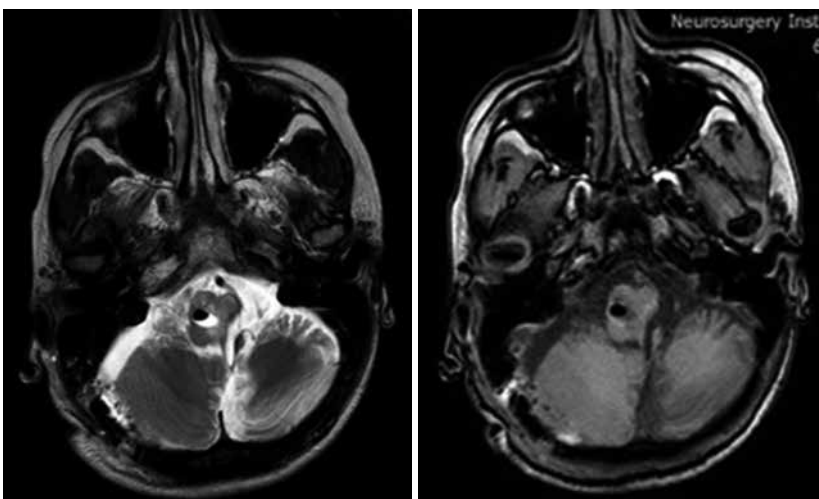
МРТ головного мозку після операції (25.03.2020): одна частина солідного компонента, розташована по передньому контуру кісти, розміром 0,68×0,57×0,76 см (розмір кістозного компонента зменшився більш ніж у 3,5 разу), накопичує парамагнетик; друга частина солідного компонента розміром 0,70×1,10×1,02 см розташована зліва від кісти та спускається донизу до С2, неоднорідно та інтенсивно накопичує парамагнетик. Розмір кісти –1,25×0,36×0,64 см
